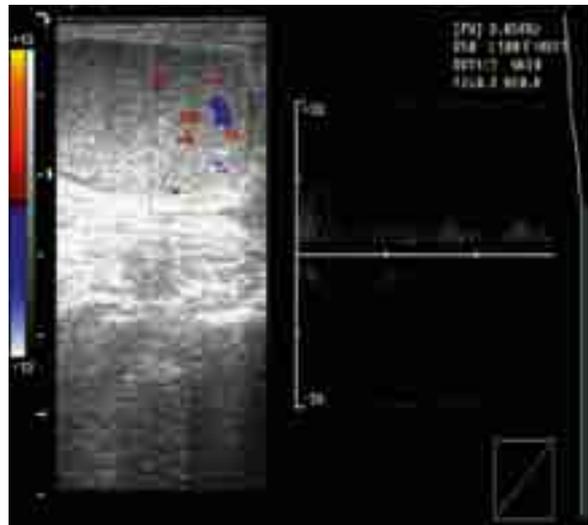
Akute Epididymoorchitis: Duplexsonografische Darstellung des Hodens mit ausgeprägter Hyperperfusion (32-jähriger Patient nach Infekt der oberen Luftwege; urogenitale Erregerdiagnostik negativ).
